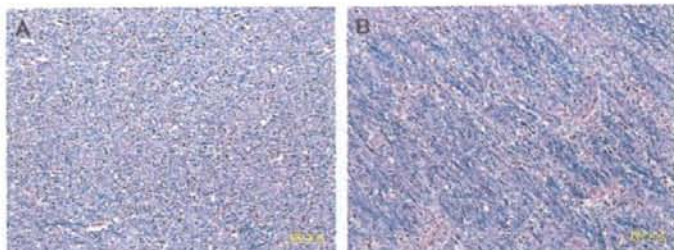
DW-MRIにて高信号を呈した後頭葉深部白質 (A) と正常部位 (B) (HE-LFB染色)
